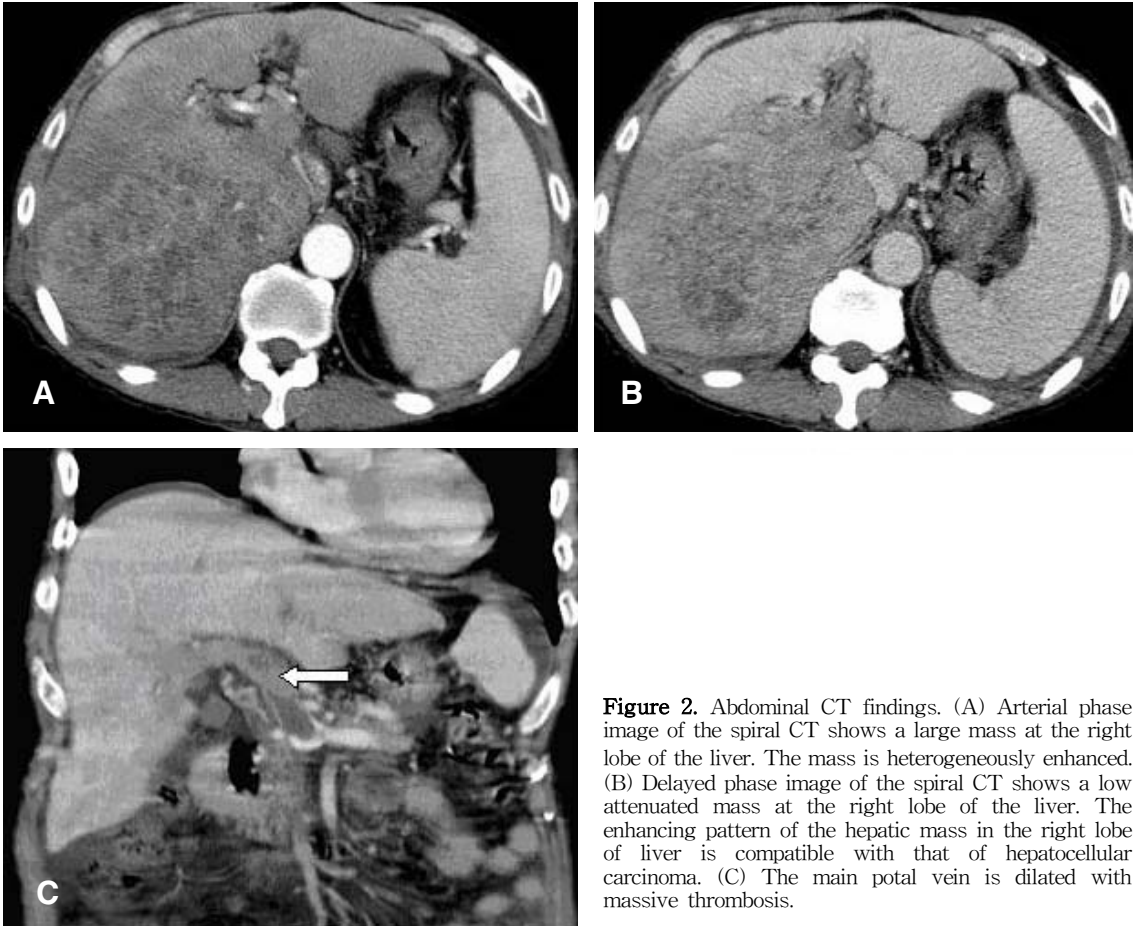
Abdominal CT findings. (A) Arterial phase image of the spiral CT shows a large mass at the right lobe of the liver. The mass is heterogeneously enhanced. (B) Delayed phase image of the spiral CT shows a low attenuated mass at the right lobe of the liver. The enhancing pattern of the hepatic mass in the right lobe of liver is compatible with that of hepatocellular carcinoma. (C) The main portal vein is dilated with massive thrombosis.
